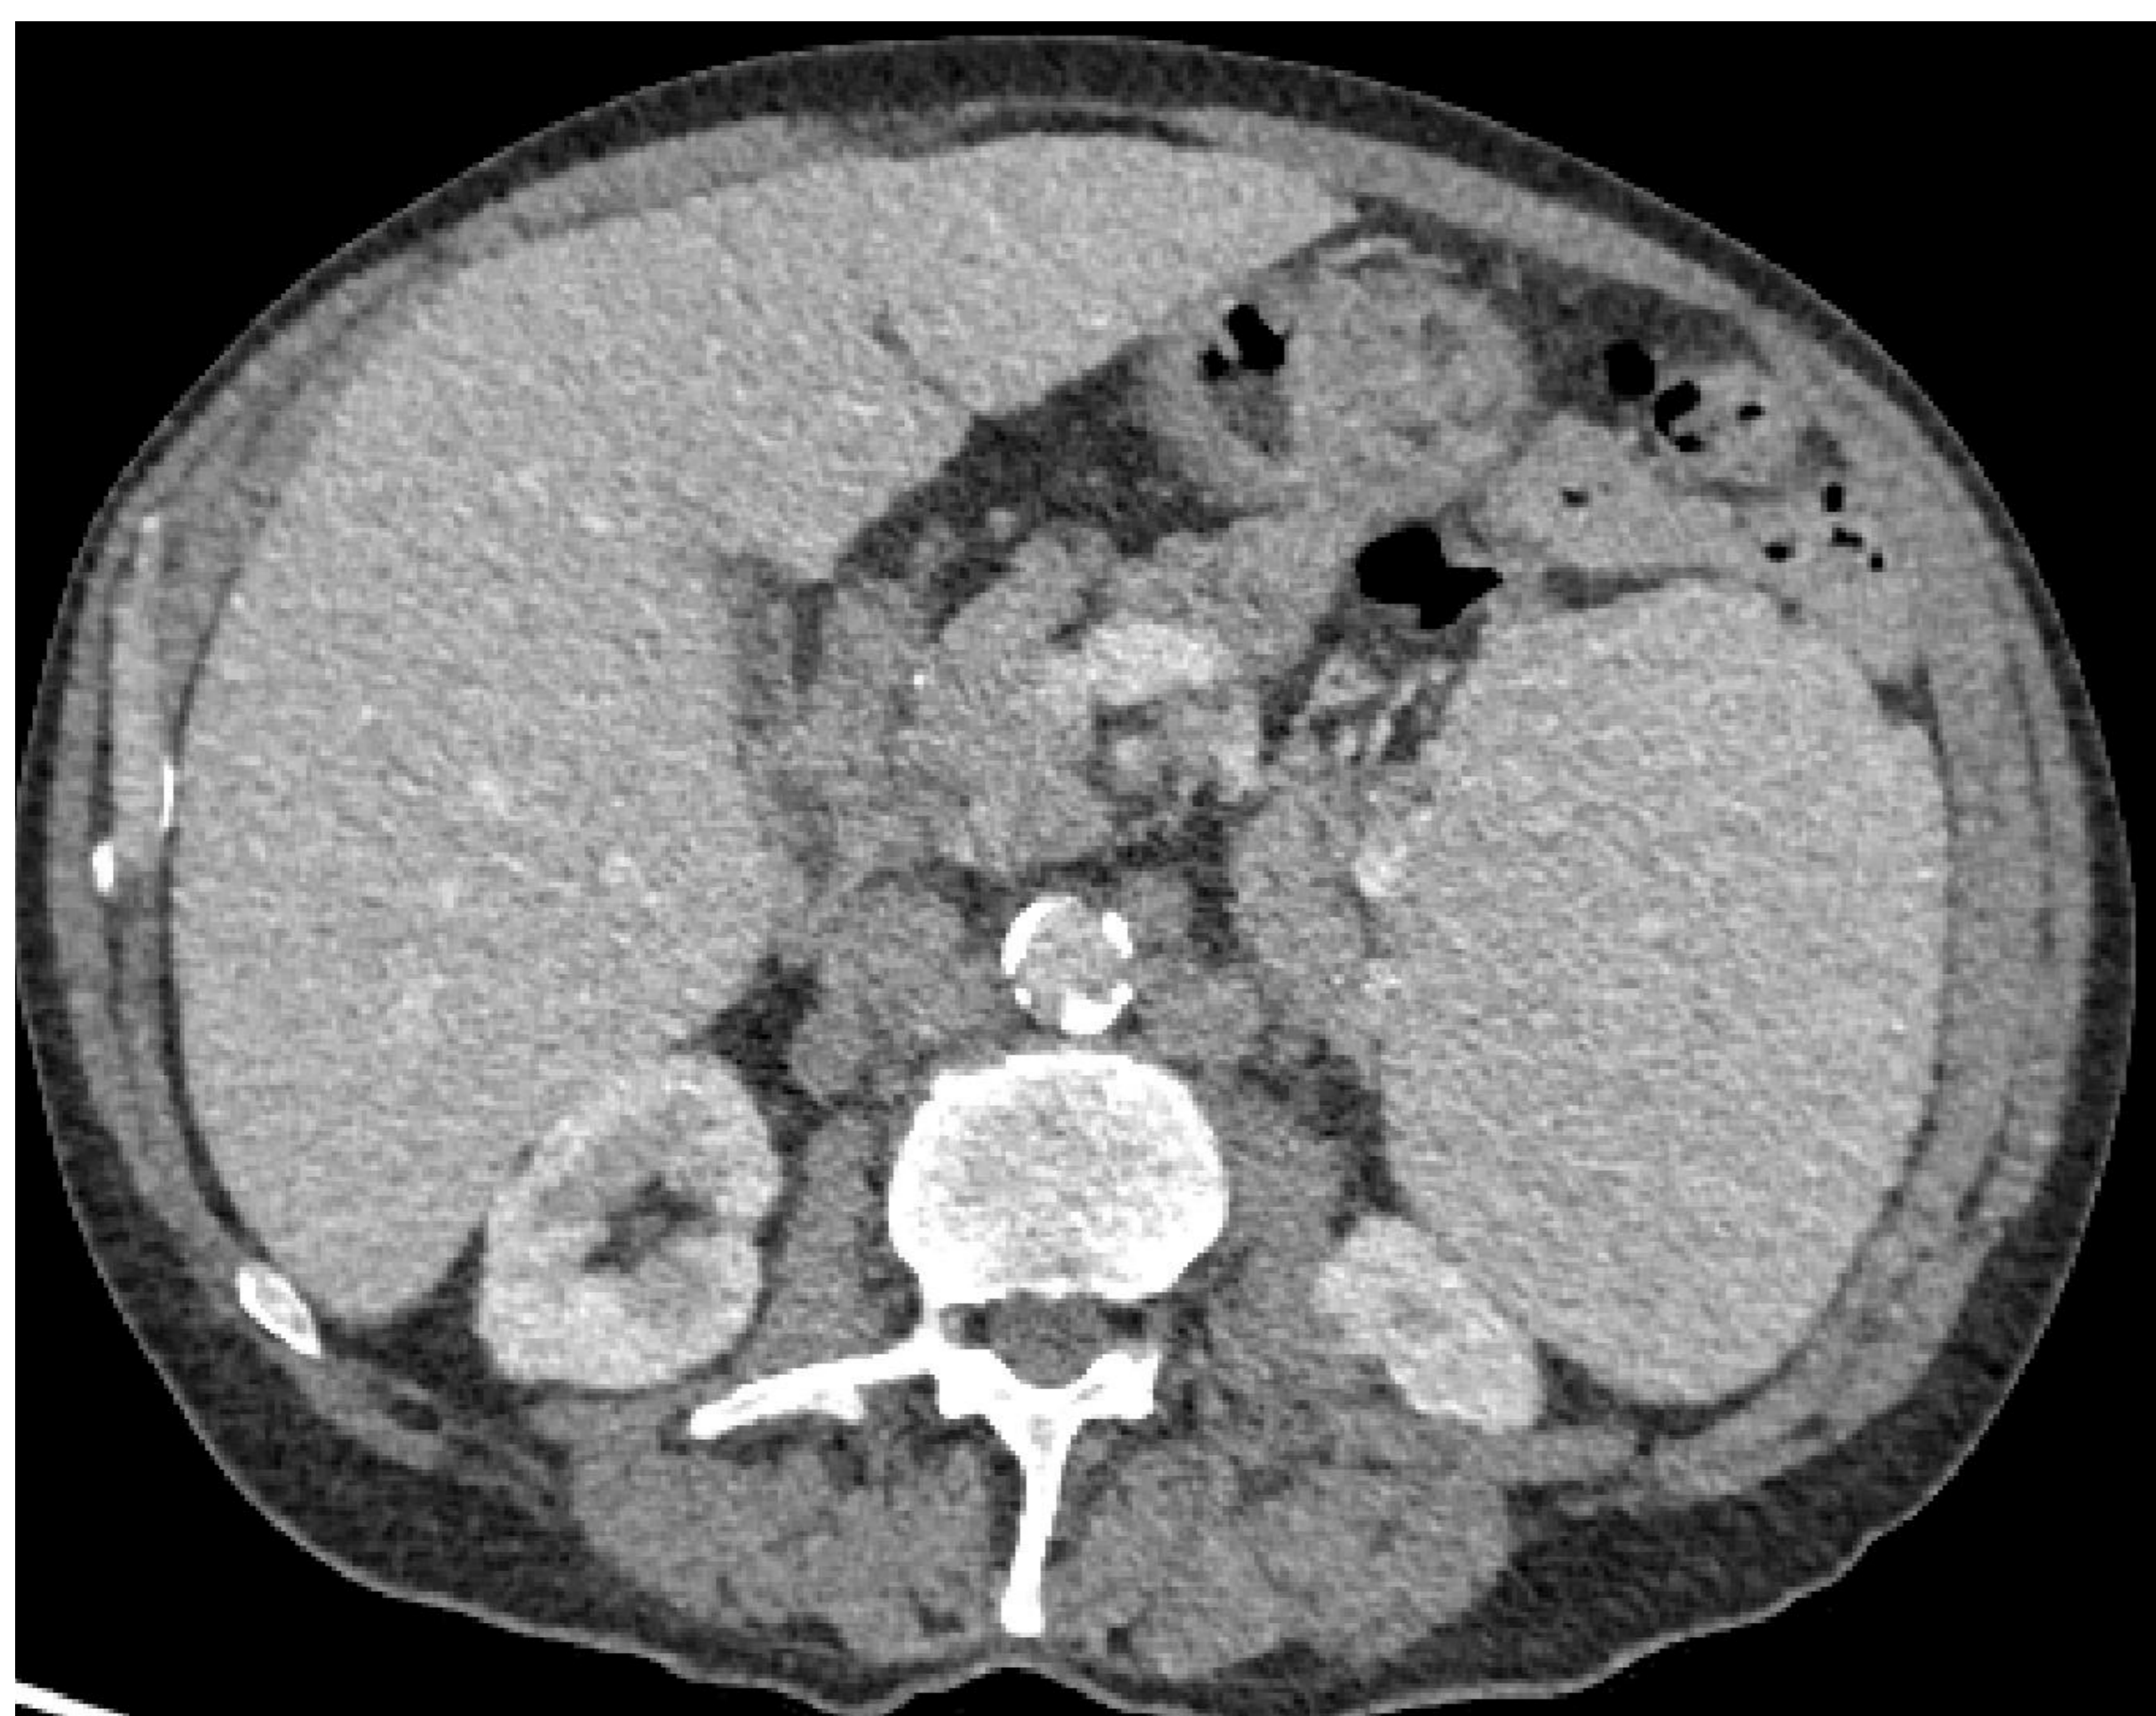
Ejemplos de adenopatías intraabdominales de síndromes linfoproliferativos. TC en fase portal de dos pacientes diferentes donde se visualizan adenopatías hilio hepático en la primera imagen en paciente con linfoma folicular (Linfoma no Hodgkin de células B) y a nivel del mesenterio en la segunda imagen, en paciente con linfoma B difuso de célula grande.
